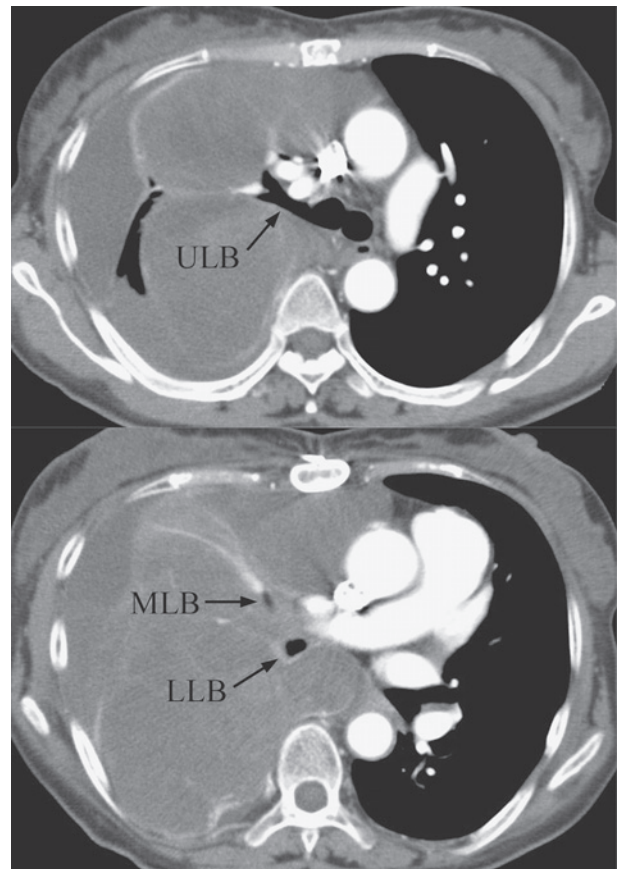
Chest CT shows a giant, lobulated, relatively low density mass invading all lobes of the right lung. There is some pleural effusion, but overt invasion of the chest wall is not seen. ULB; upper lobe bronchus, MLB; middle lobe bronchus, LLB; lower lobe bronchus.
